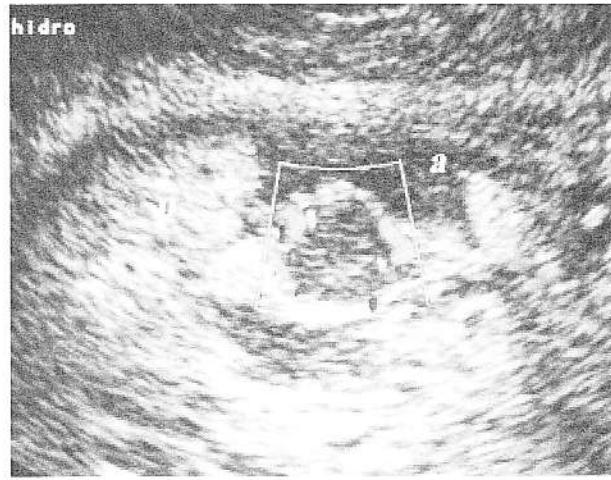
Metastază peritoneală situată pe seroasa intestinului subțire. Explorarea Doppler codificată color pune în evidență vase intratumoral.
